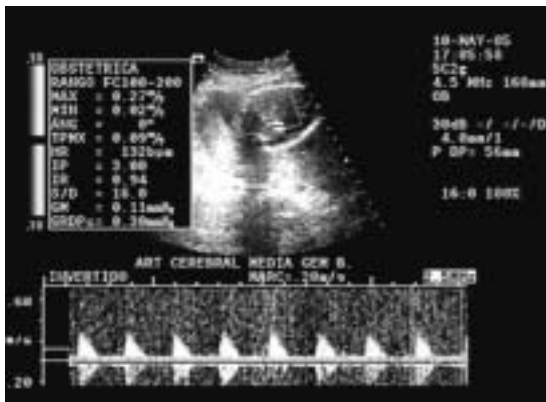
Doppler de arteria cerebral media de gemelar B en semana 26, con IP 3,00.
